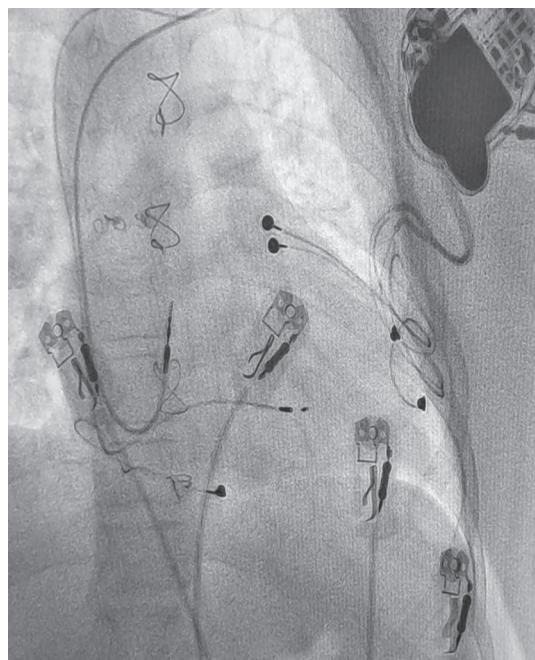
Рентгенкартина в прямой проекции после имплантации двухкамерного эндокардиального ЭКС. Эндокардиальные электроды установленные в ушко правого предсердия и в область ЛНПГ, epicardialные электроды не удалены
